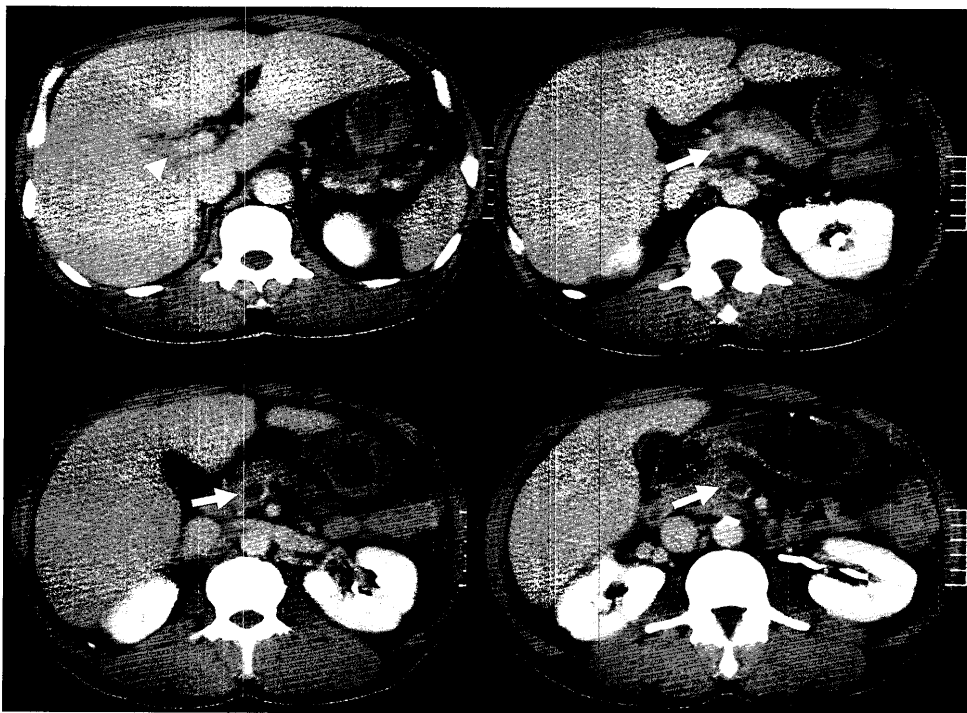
2004年8月4日腹部CT検査（前医）：上腸間膜静脈（矢印）の拡張と内腔に造影効果のないlow density areaを認め，血栓の存在が疑われるが門脈内（矢印頭）には異常所見は認められなかった。
